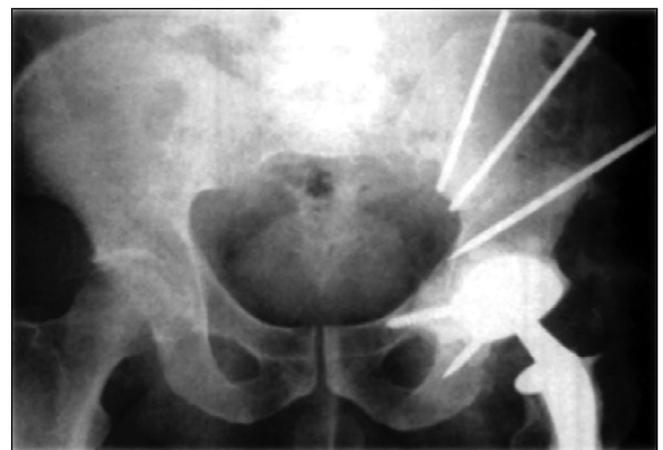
Рентгенограмма костей таза после реконструкции параацетабулярной области аллографтом с фрагментом вертлужной впадины, костным цементом, стержнями и эндопротезом [17]
